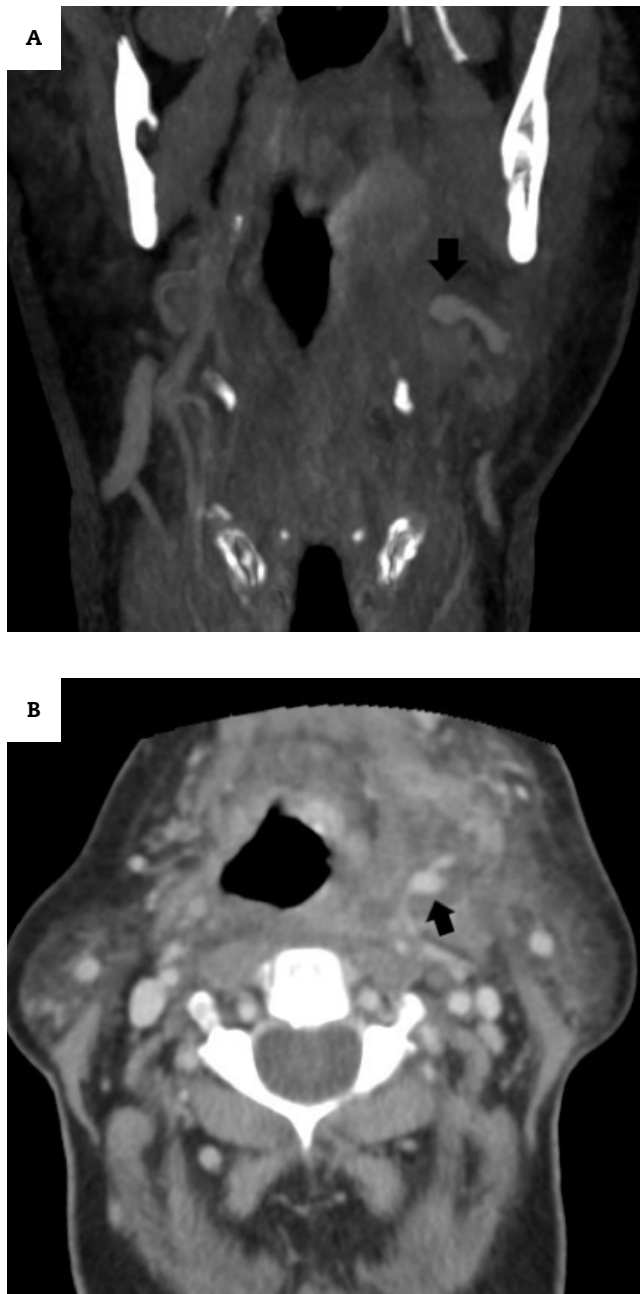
Cortes transversal (A) y coronal (B) de TC cervicofacial con contraste en los que se evidencia una colección parafaríngea izquierda, de unos 3 cm de diámetro máximo, compatible con absceso en cuyo interior se objetiva una estructura vascular alargada y aumentada de calibre sugestiva de pseudoaneurisma (flecha).
